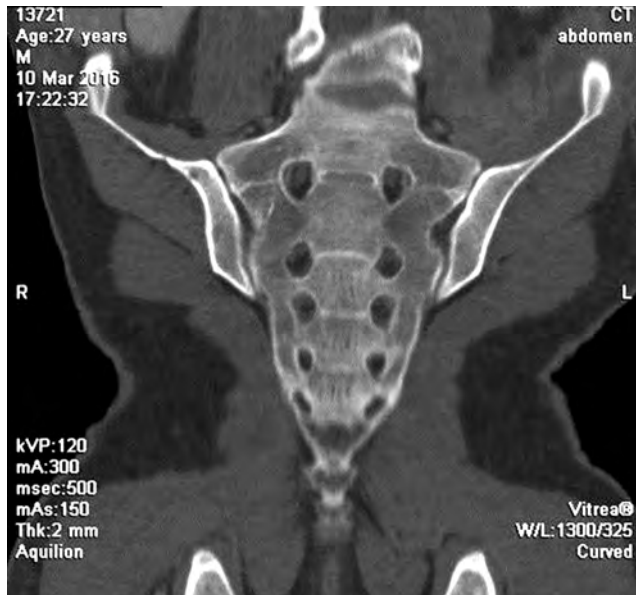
КТ-ознаки ураження клубової кістки
